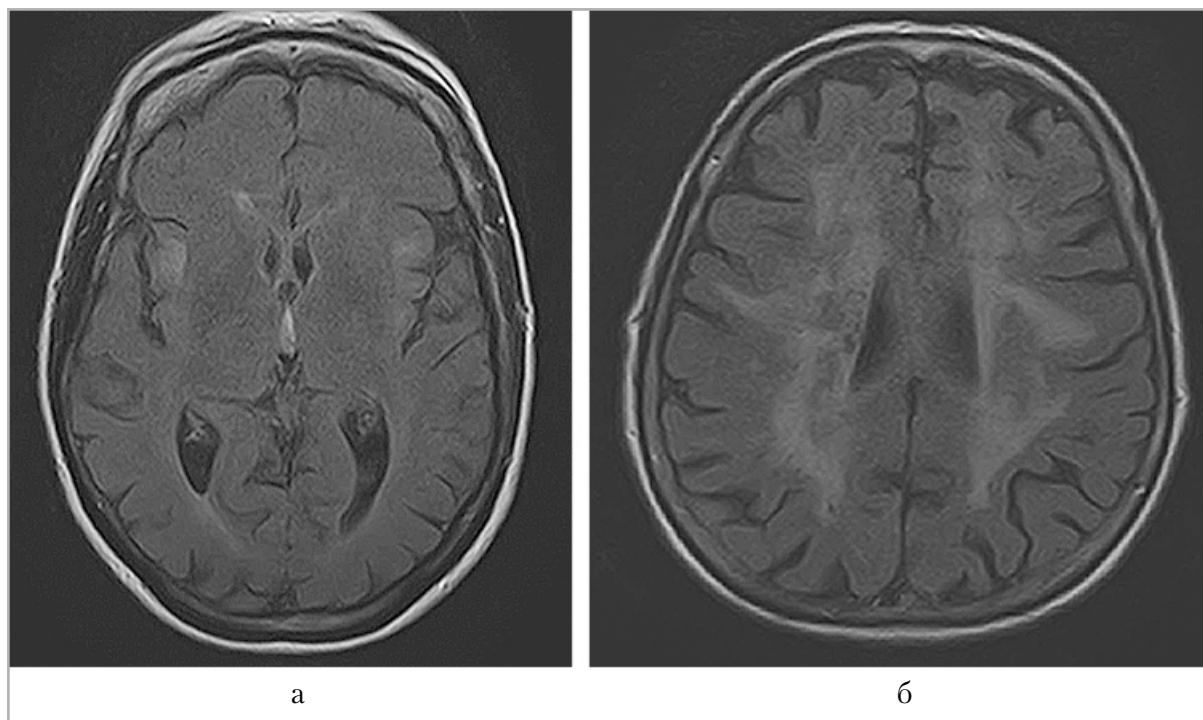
МР-томограммы головного мозга в аксиальной плоскости в режиме FLAIR пациента с хроническим гепатитом смешанной (вирусной + алкогольной) этиологии (а) и пациента с хроническим алкогольным гепатитом (б). Определяются участки гиперинтенсивного сигнала в субкортикальных отделах островков (а) в области перивентрикулярного белого вещества (б)
